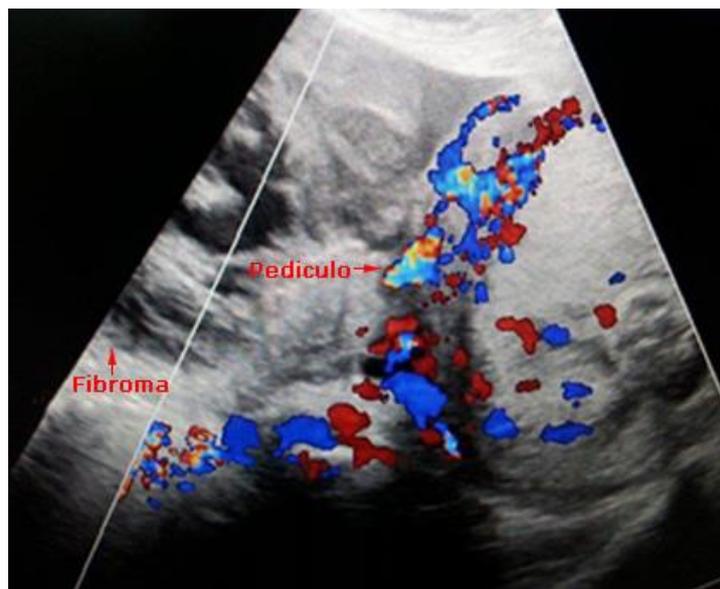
Ultrasonografía Doppler color donde se observa el fibroma uterino y el pedículo del mismo. Hospital Materno Infantil Angel Arturo Aballí. La Habana, Cuba.
